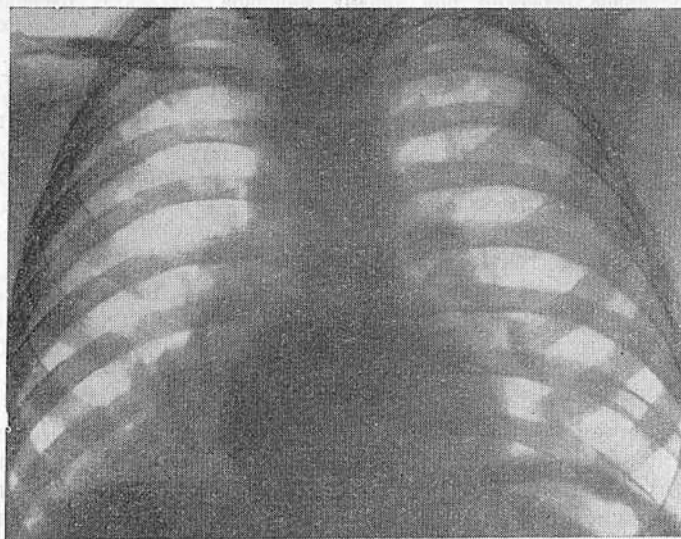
Рентгенограмма грудной клетки в передней проекции ребенка 1 года 3 месяцев.
